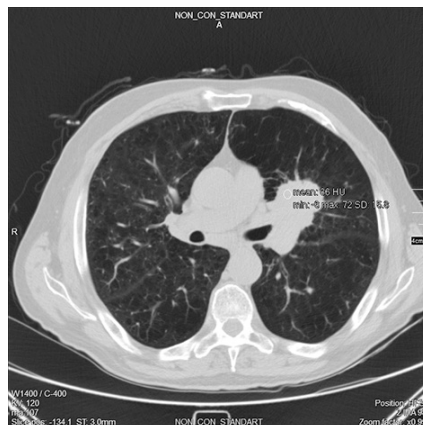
Аксіальний зріз КТ пацієнта К.
